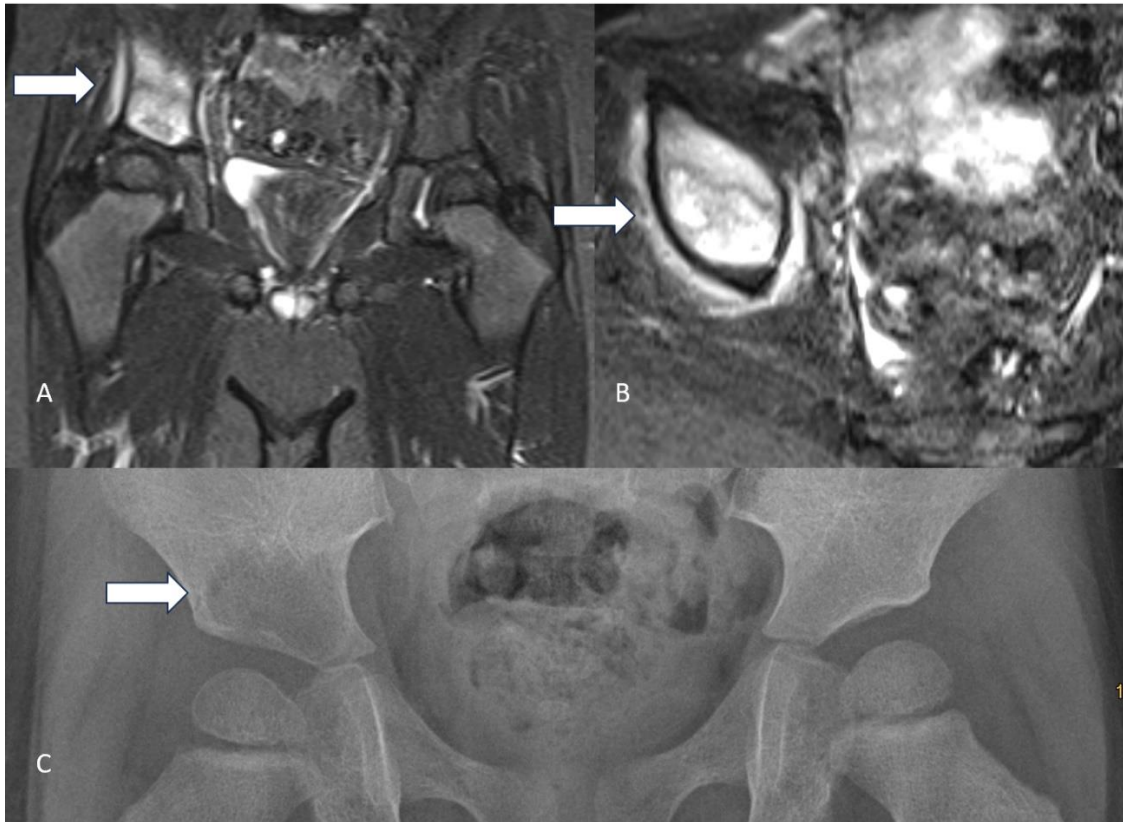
Vergleich der Sichtbarkeit einer in der 1. GK-MRT detektierten, eindeutig pathologischen Läsion im Os ilium rechts bei einem knapp 2,5-jährigen Jungen sowie im ergänzenden Röntgenbild (C).
